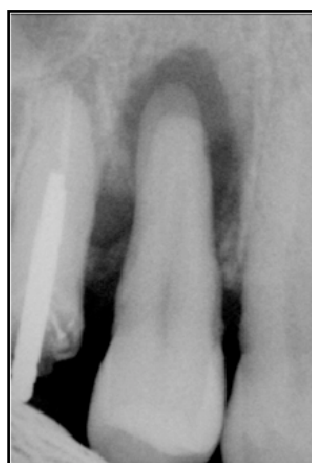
radiographie montrant une lésion apicale sur la 14
